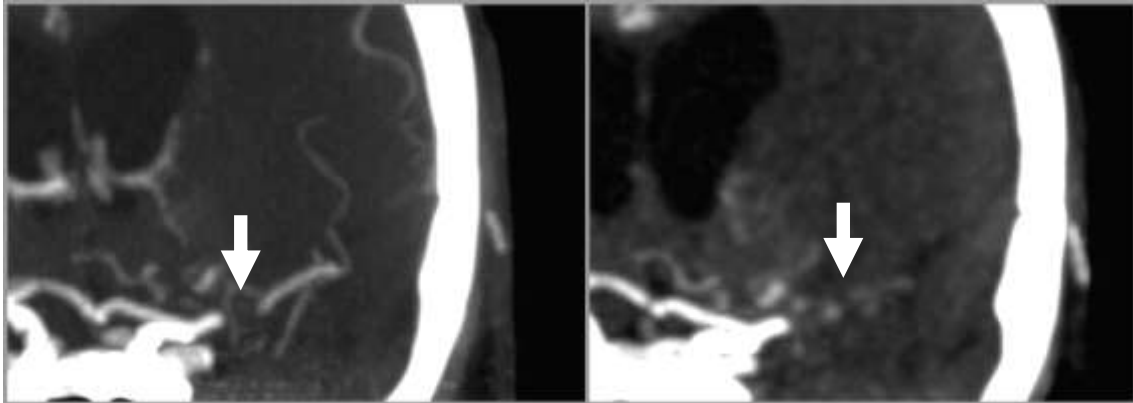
Vergleich der Sichtbarkeit der distalen Thrombusgrenze in 4D-CTA (links) und spCTA (rechts)
